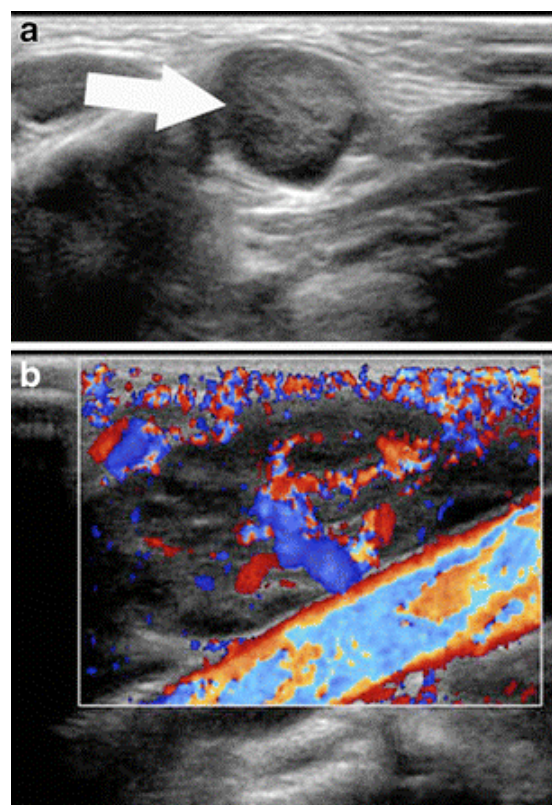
Ecografia del collo in sede sottomandibolare sinistra. Presenza a livello del reperto obiettivo di un pacchetto linfonodale con linfadenomegalie strettamente contigue, con ecostruttura disomogeneamente ipoecogena con diametro compreso entro 28 mm (a), compatibile con iniziale colliquazione, con aumentato flusso ematico al color doppler (b).
